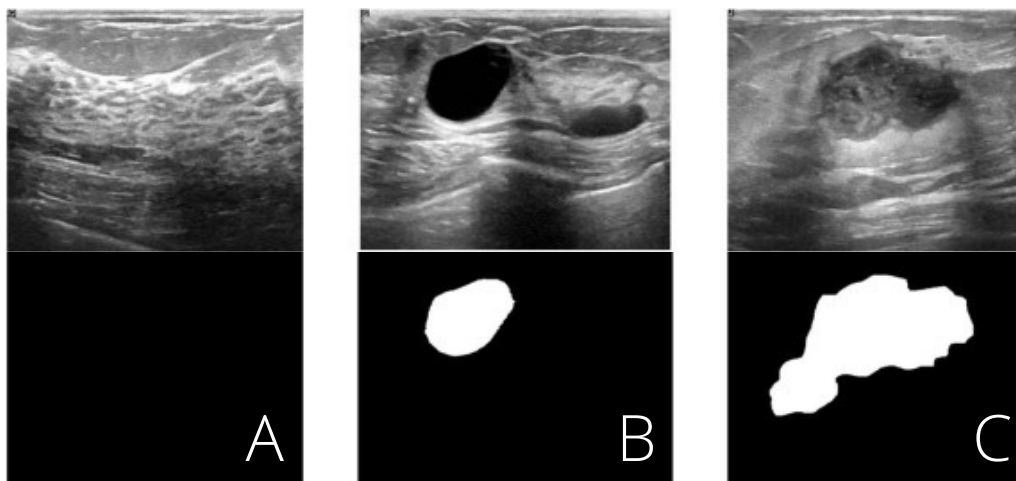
Uso de software para evaluación de imágenes por ultrasonido. A) Imagen normal B) Imagen benigna C) Imagen maligna
